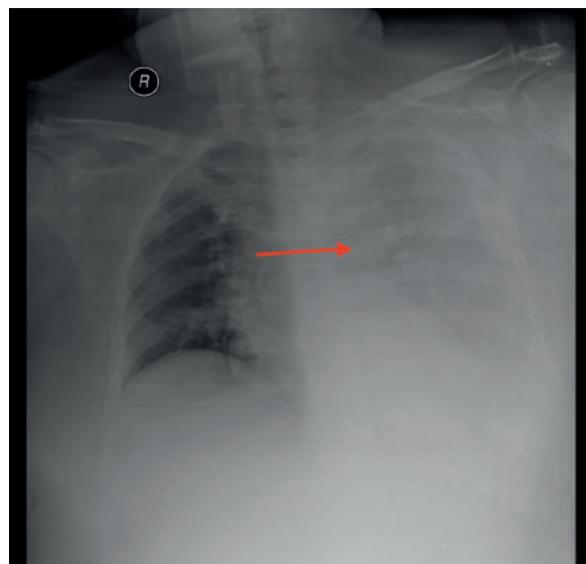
Radiografia torácica PA à entrada ao Serviço de Urgência. A seta mostra derrame pleural volumoso à esquerda
